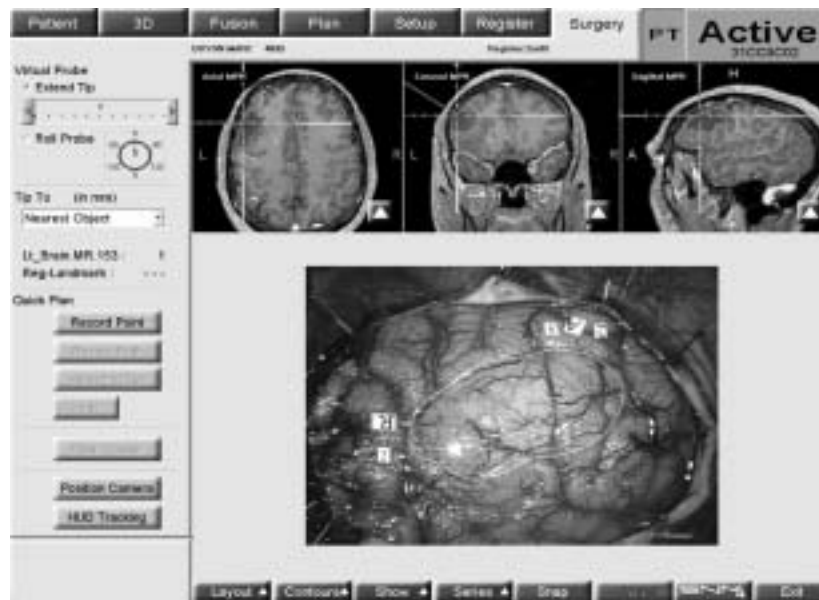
Na tela do monitor do neuronavegador pode ser observado, na parte superior, três imagens de ressonância magnética sobrepostas à imagem do SPECT cerebral. A área da lesão cerebral está demarcada pelo círculo central maior e na imagem da ressonância do centro, aparece uma linha proveniente do neuronavegador apontando para o centro da lesão, e os círculos superiores e inferiores à lesão demonstram a área da fala determinada pelo SPECT. Na parte inferior da figura observamos a foto cirúrgica com a marcação da lesão (linha central), e números e letras mostrando a área da fala confirmada pela estimulação cortical (Olivier et al., Instituto Neurológico de Montreal)⁴.
